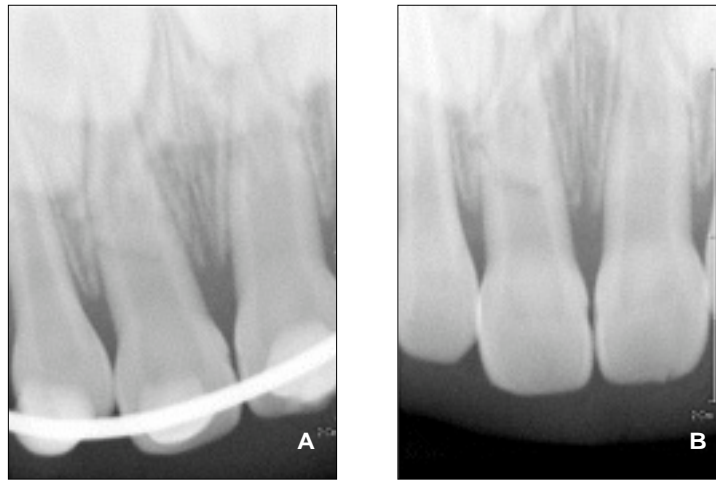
Periapical views after treatment (A: 2 weeks, B: 2 months).
